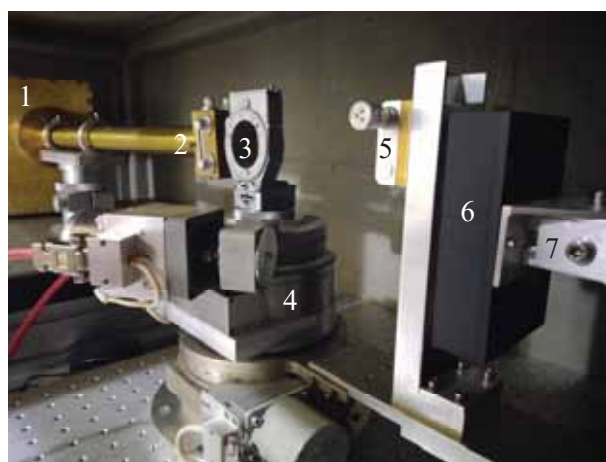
Установка для тестирования рентгеновских детекторов: 1 – источник излучения; 2 – коллиматор; 3 – кристаллодержатель; 4 – гониометр с системой приводов; 5 – цель детектора; 6 – детектор; 7 – устройство перемещения детектора.
